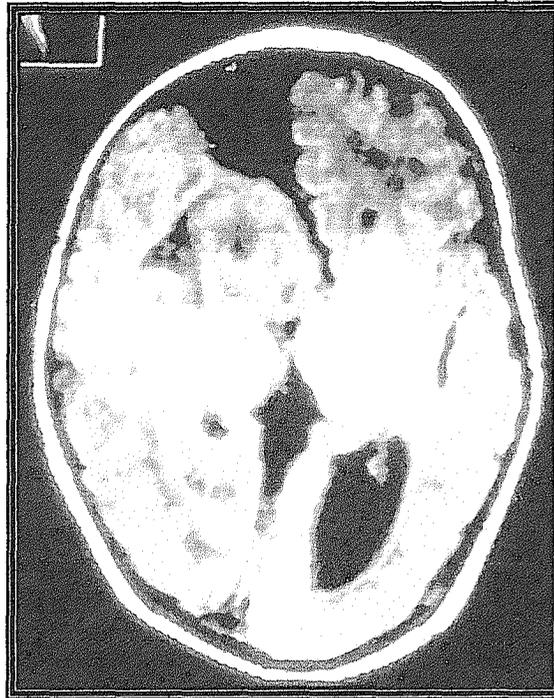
TAC Cerebral Simple. Neonato de 7 días de vida, con déficit motor congénito, Hemiparesia Izquierda.
